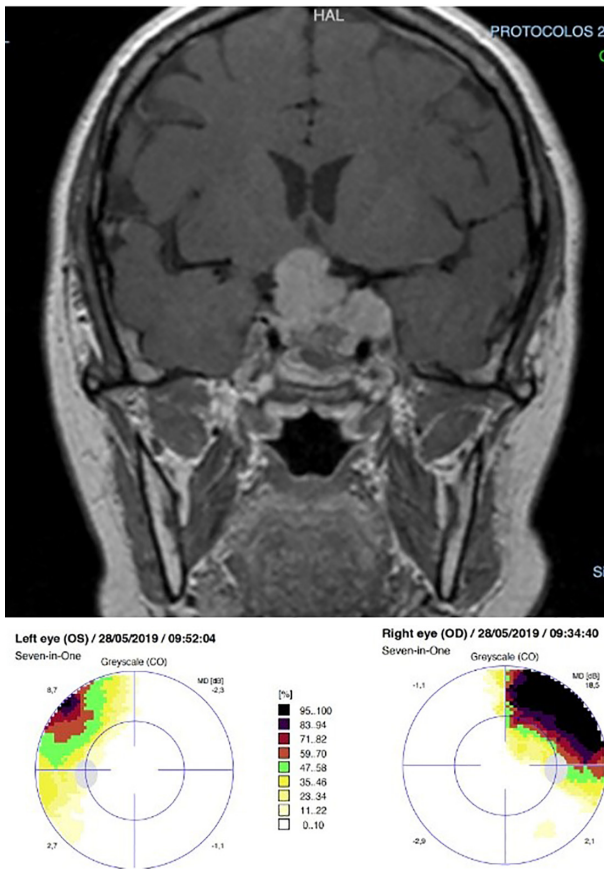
Adenoma hipofisario no funcionante con efecto de masa. Resonancia magnética de adenoma hipofisario que presenta extensión supraselar y el seno cavernoso del lado izquierdo englobando la arteria carótida interna izquierda, sin producir estenosis. El campo visual muestra hemianopsia bitemporal producida por la compresión del quiasma óptico.
